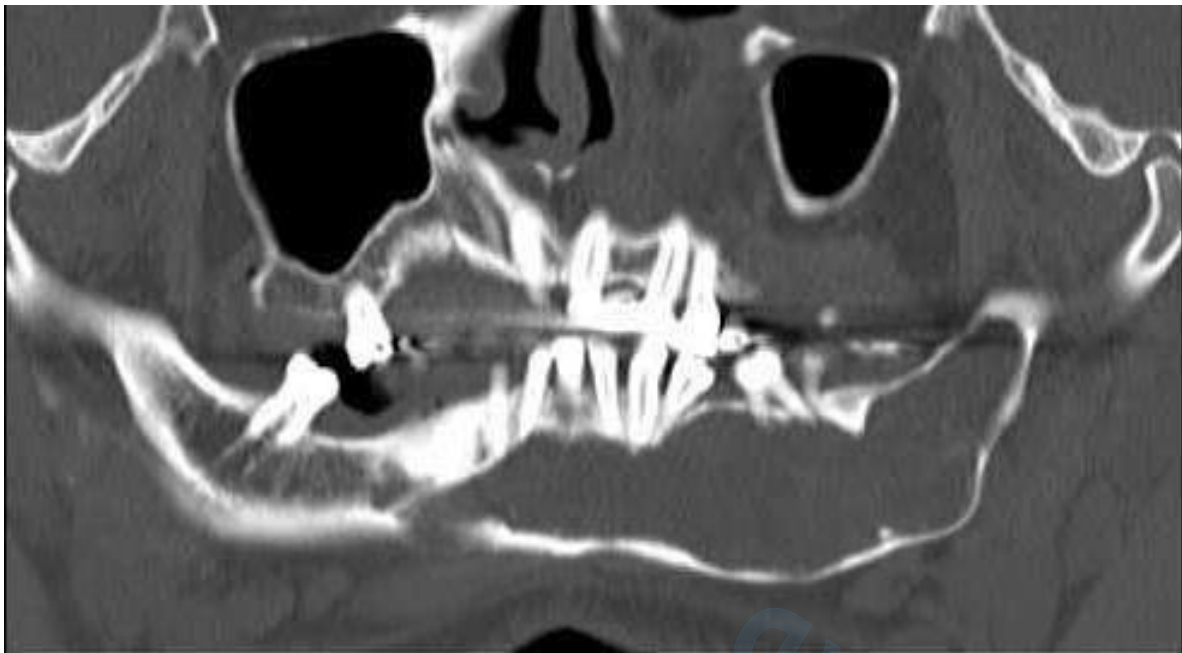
Ortopantomogram s vidljivim cističnim prosvjetljenjem i distopično položenim zubom 45.
